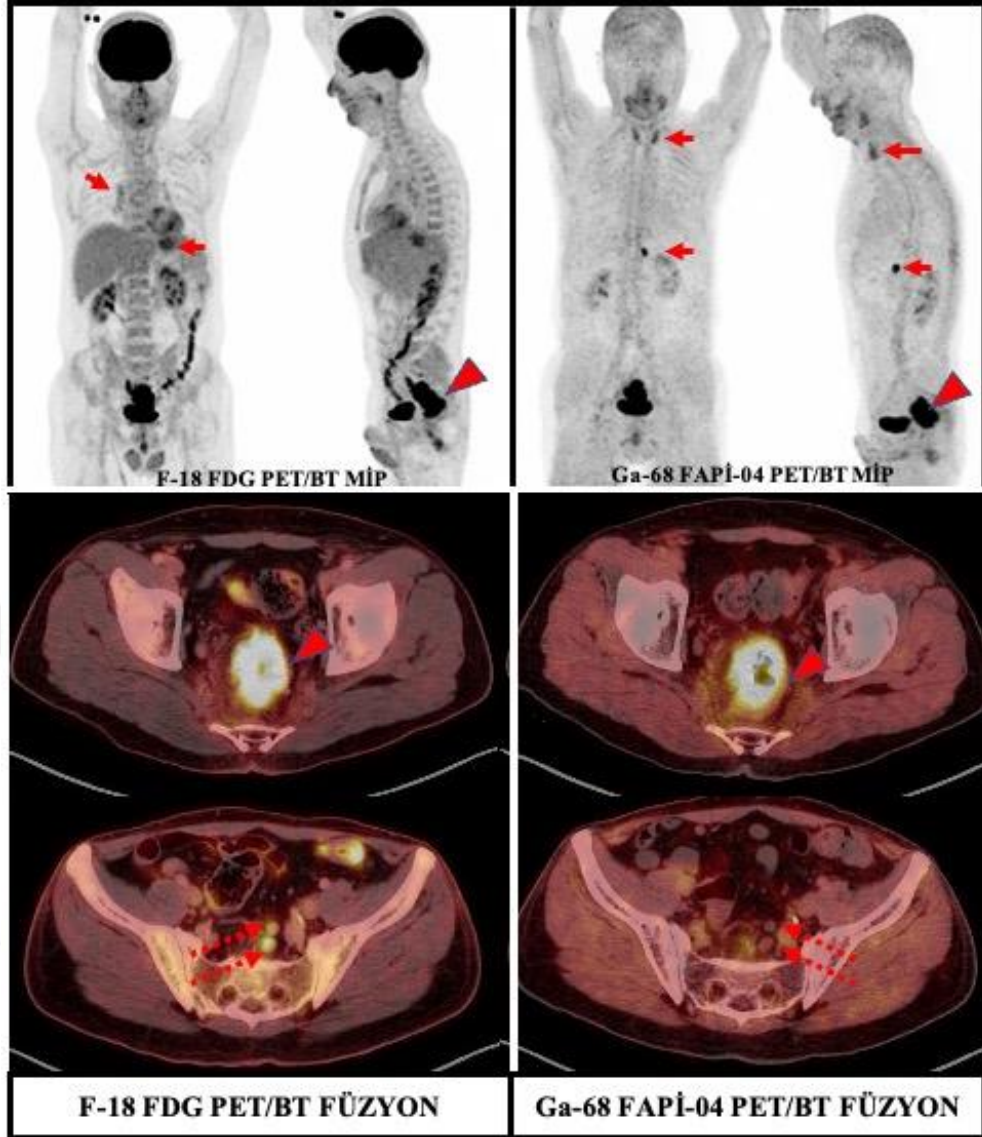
Olgu Örneği 2. Altmış iki yaşında erkek hastada primer rektum tümöründe her iki radyofarmasötik ile yoğun tutulum izlendi (FDG SUVmaks:23.6 FAPI SUVmaks:23.8). Transvers kolonda F-18 FDG PET/BT'de 2 adet fokal F-18 FDG tutulum odağı Ga-68 FAPI-04 tutulumu göstermedi (FDG SUVmaks: 20.9 ve 12.7). Lezyonlar kolonoskopik olarak vizualize edilemedi ve hastaya neoadjuvan tedavi sonrası total proktokolektomi operasyonu yapıldı. Histopatoloji inceleme sonucu; rektumda adenokanser (T3N0), transvers kolonda 2 adet tubuler adenom olarak raporlandı. Artık kolostomili hastanın izlemi remisyonda devam etmektedir.
